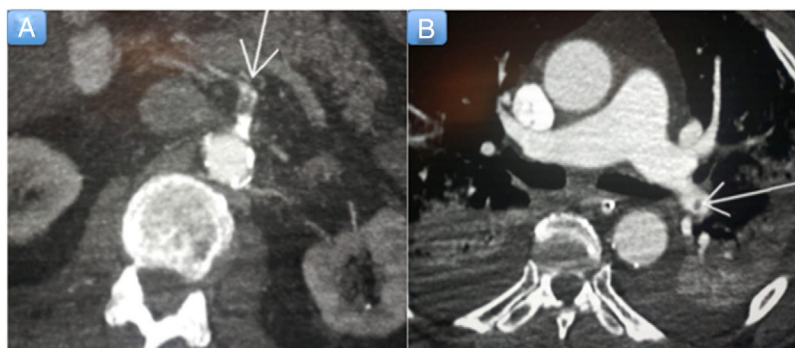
A: tomografía computarizada abdominal; se observa un defecto de repleción en la arteria mesentérica superior, compatible con trombosis arterial (flecha). B: tomografía computarizada de tórax, con hallazgos compatibles con tromboembolia pulmonar (flecha).
